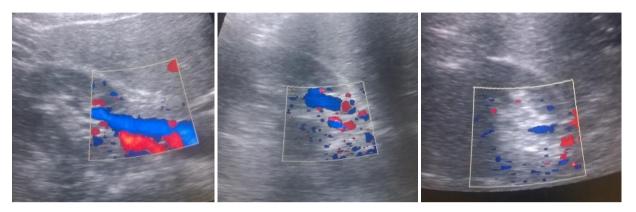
УЗИ основного ствола почечной вены на стороне нефроптоза в режиме цветного допплеровского картирования у пациентки С., 27 лет (1 - в клиностазе после операции, 2 – в ортостазе после операции, 3 – та же почка в ортостазе до операции). Отмечено увеличение диаметра почечной вены
